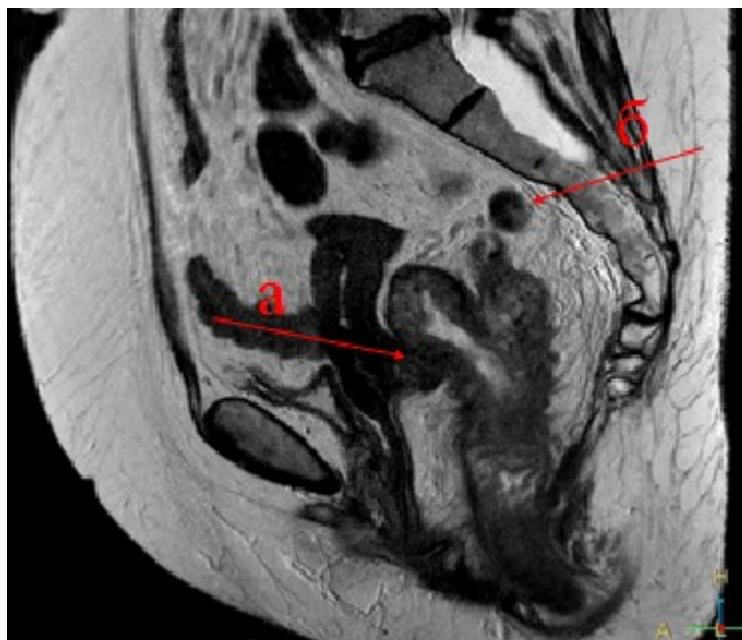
Снимок МРТ органов малого таза: Пациентка Д. 70 лет. Рак прямой кишки на 7 см. МРТ: рак прямой кишки с прорастанием в шейку матки cT4bN2M0. (а – опухоль прорастает шейку матки, б – пораженный лимфоузел).
